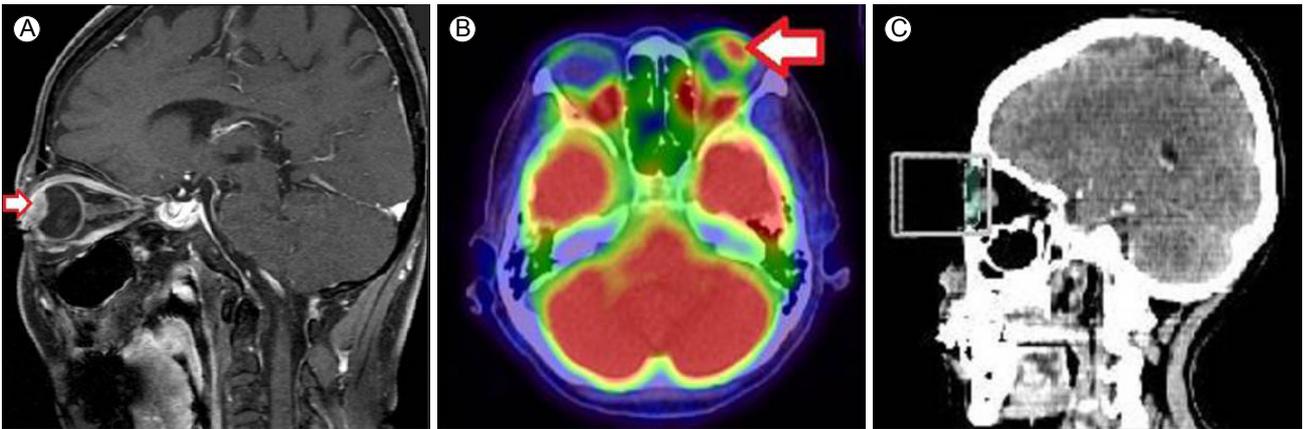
Orbit MRI and CT. (A) Orbit MRI revealing a $9.8 \times 8.1 \times 15.5$ mm nodular lesion with heterogeneous enhancement in the left eye (arrow). (B) A mass with increased FDG uptake (3.9) at the anterior portion of the left eyeball, suggesting metastasis (arrow). (C) Radiotherapy-planning CT for choroidal metastasis. MRI, magnetic resonance imaging; CT, computed tomography; FDG, fluorodeoxyglucose.
